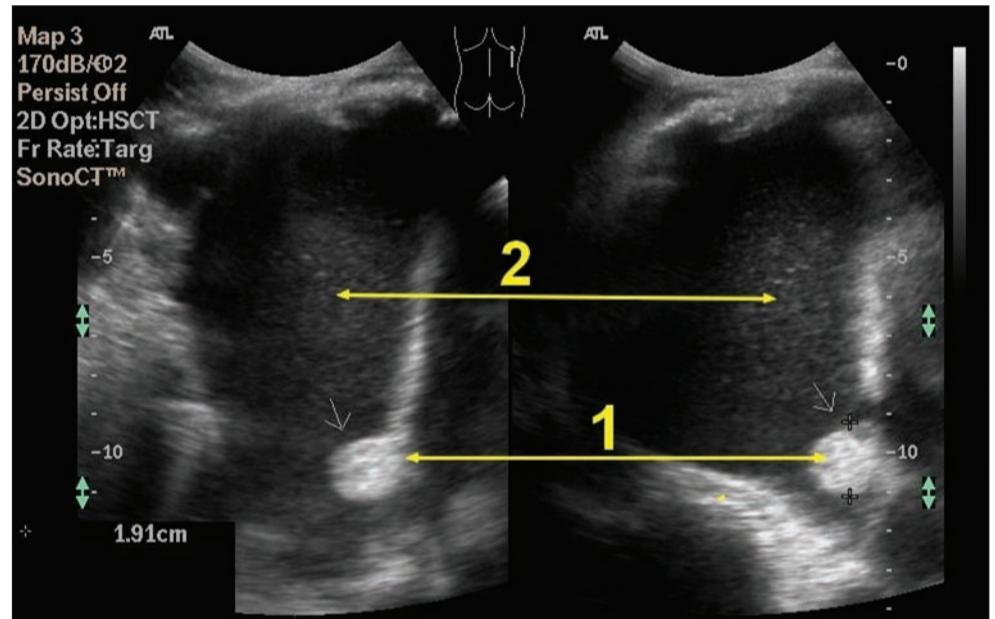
УЗІ-признаки об'ємного пристіночного утворення (1) на діафрагмальній поверхні плеври в області латеральних відділів справа на фоні значительного гидроторакса (2), не діагностованого з допомогою рентгенографії
